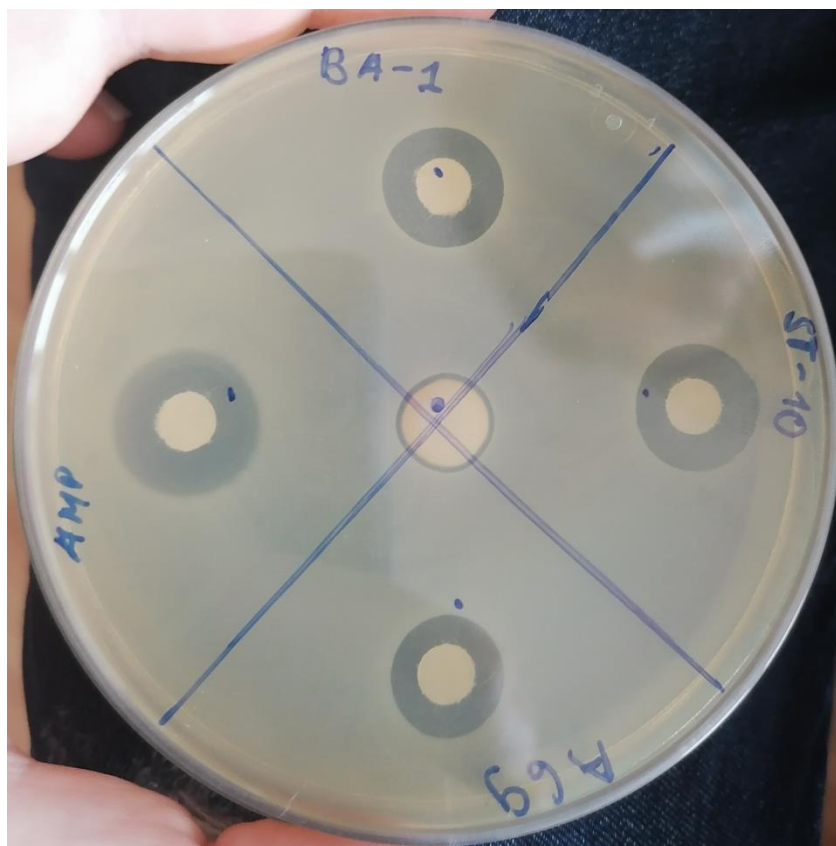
Фотография чашки Петри после проведения исследования методом диффузии из диска в LB агар для пептидов А-69, ST-10, ВА-1 и ампициллина (Amp) на примере *E. coli* Dh5α
